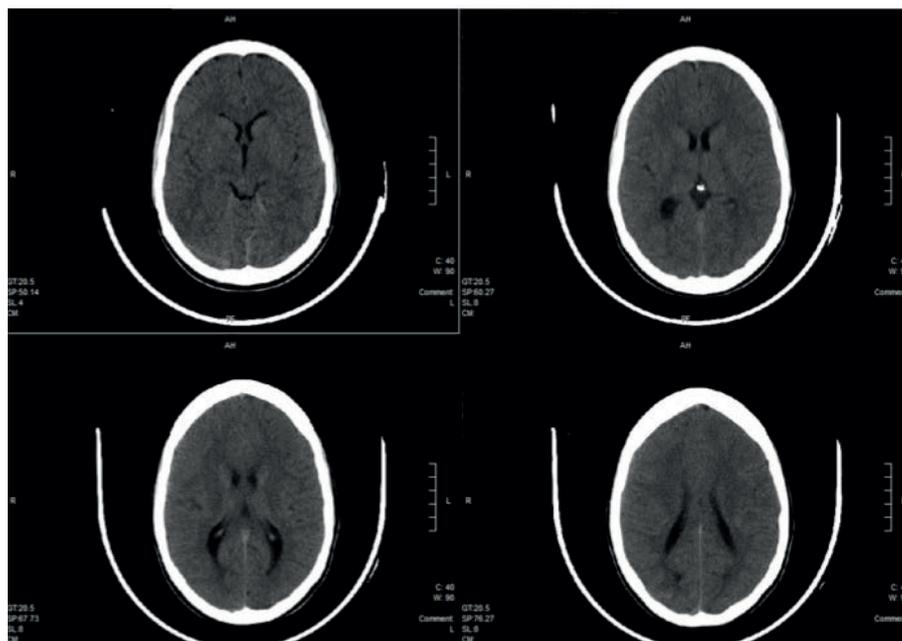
Cortes axiais da tomografia computadorizada crânio-encefálica, não evidenciando alterações
